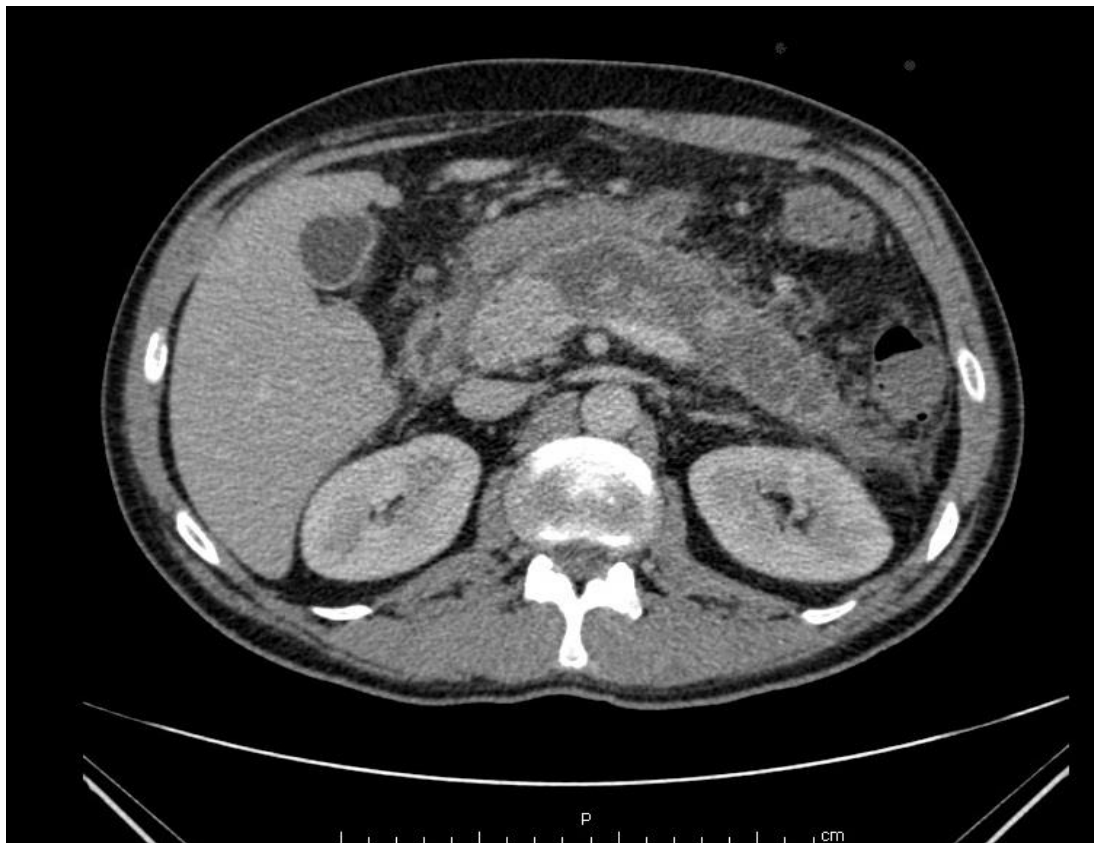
Компьютерная томограмма больного П., 50 лет, и/б 144761 при поступлении. Деструкция тела и хвоста поджелудочной железы.
